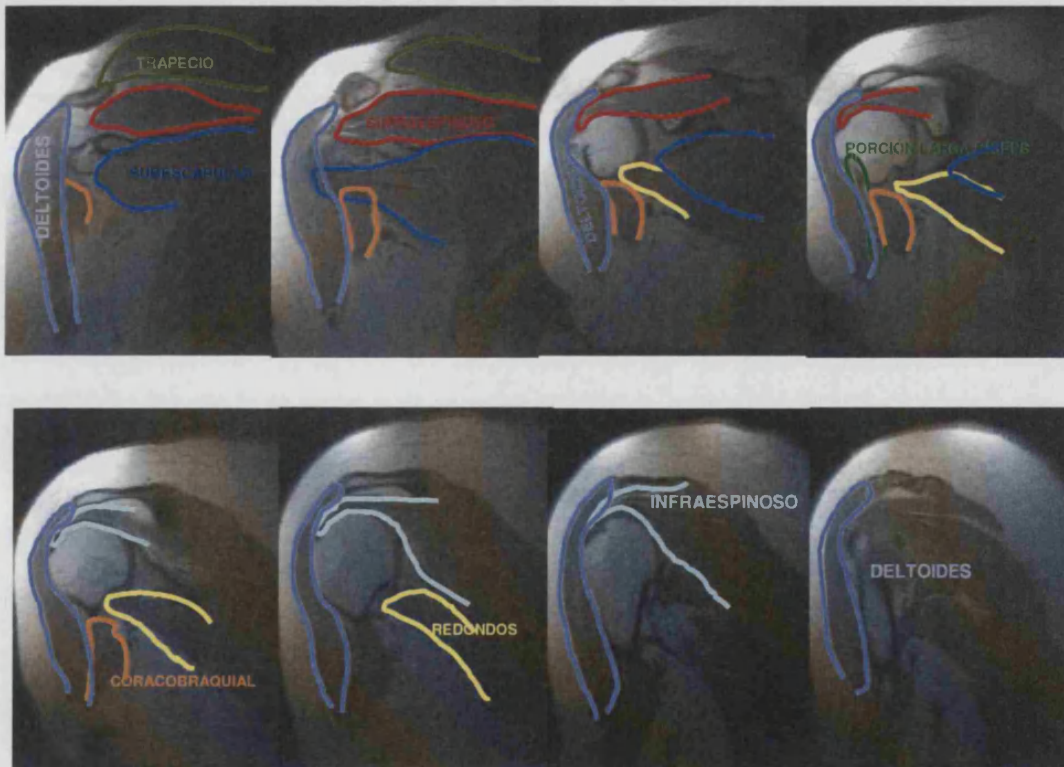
Músculos del hombro en plano coronal de RMN
